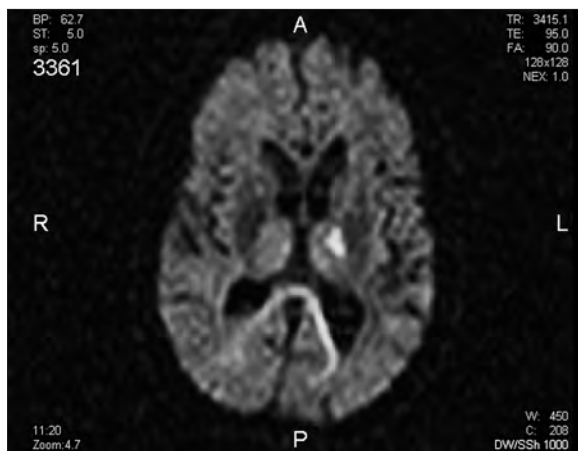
Resonancia magnética cerebral en secuencias de difusión que muestra un infarto lacunar en la rodilla capsular y en la zona más anterior del brazo posterior de la cápsula interna.
